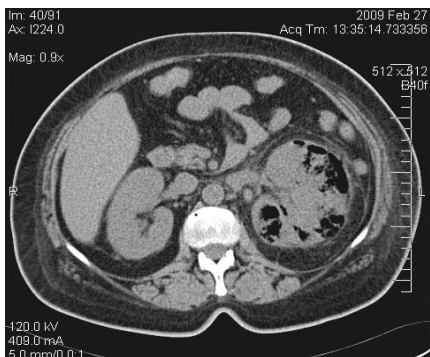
Tomografie computerizată. Pielonefrită acută emfizematoasă.
